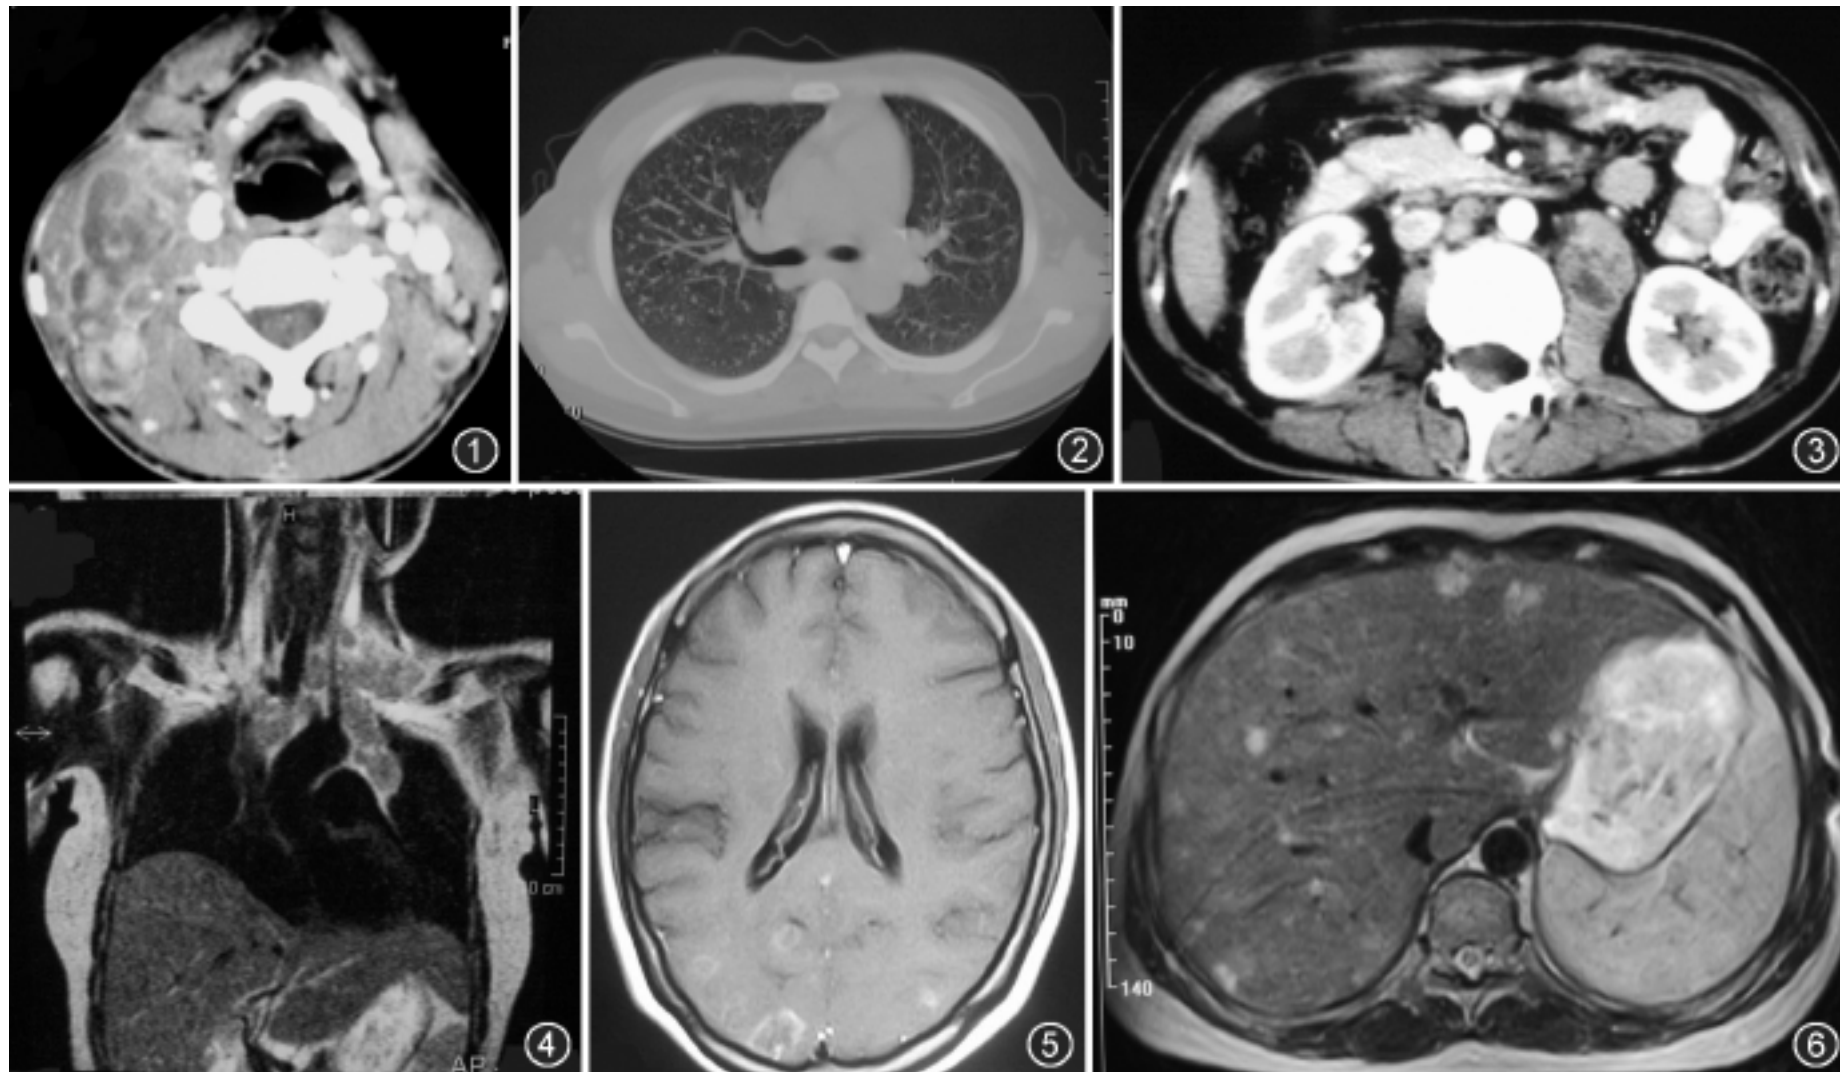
CT 增强扫描示右颈部多个增大的淋巴结相互融合, 边缘呈环形强化, 与周围软组织分界不清 图 2 CT 示右肺内分布较为弥漫的粟粒状结节, 左肺内亦见散在粟粒结节 图 3 CT 增强扫描示左侧腰大肌脓肿形成, 中央呈低密度, 边缘环形强化 图 4 MR 冠状面 T₂WI 示左锁骨上区及气管、主支气管周围多组增大淋巴结, 信号不均 图 5 MR 横断面增强扫描示右枕叶多个呈环形强化的病灶 图 6 MR 横断面 T₂WI 示肝实质内多个呈较高信号的类型圆形病灶
